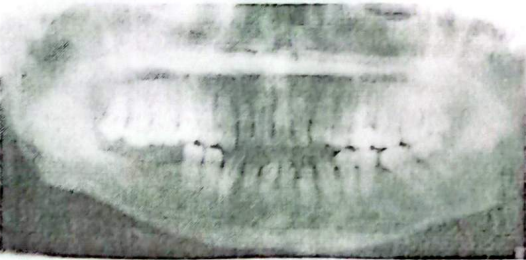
Preoperatif bilgisayarlı tomografi
